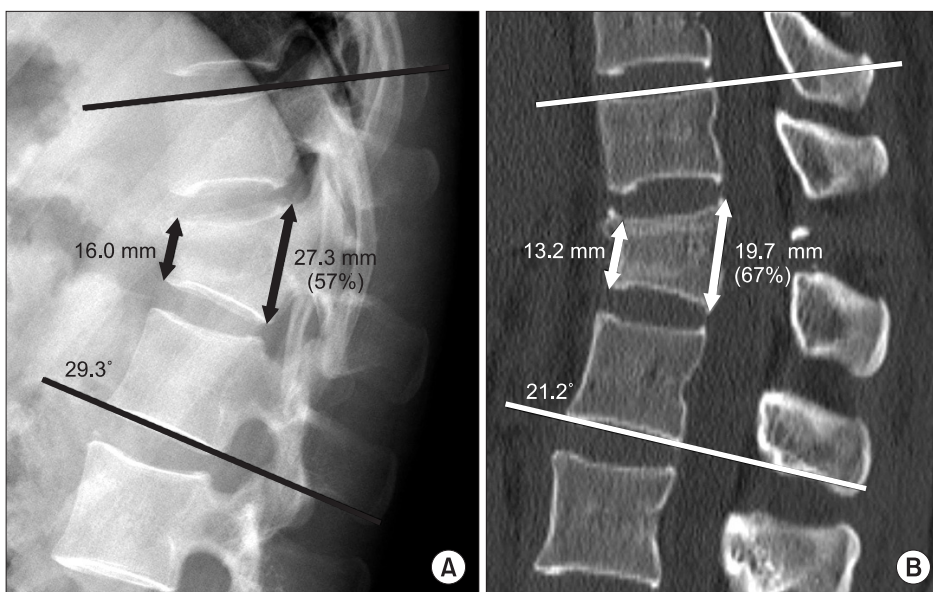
Plain radiograph (A) and sagittal CT (B) of a 28-year-old female patient. In plain radiograph, sagittal angle is 29.3° and AP wedge ratio is 57%. Sagittal angle and AP wedge ratio of 3D CT are 21.2° and 67% respectively. Sagittal parameters of plain radiograph are more kyphotic than 3D CT. CT, computed tomography; AP, anterior-posterior.
